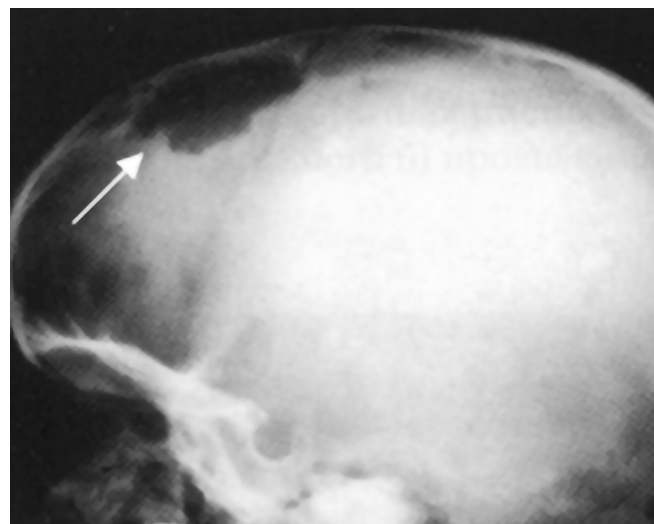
На рентгеновских снимках при поражении костей черепа определяются дырчатые дефекты округлой формы (стрелка), напоминающие картину географической карты (Источник: <https://radiopaedia.org/>)
